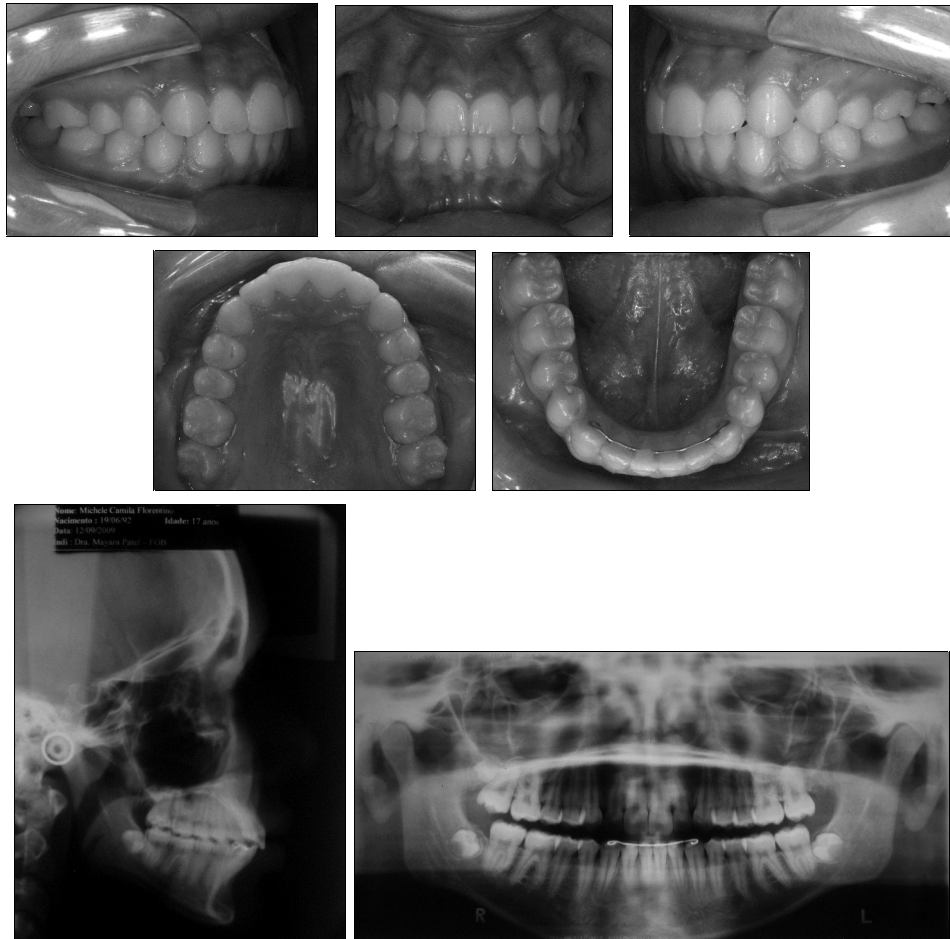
Fotografias intrabucais finais – lateral direita, frontal, lateral esquerda e oclusais superior e inferior; telerradiografia e radiografia panorâmica final.
